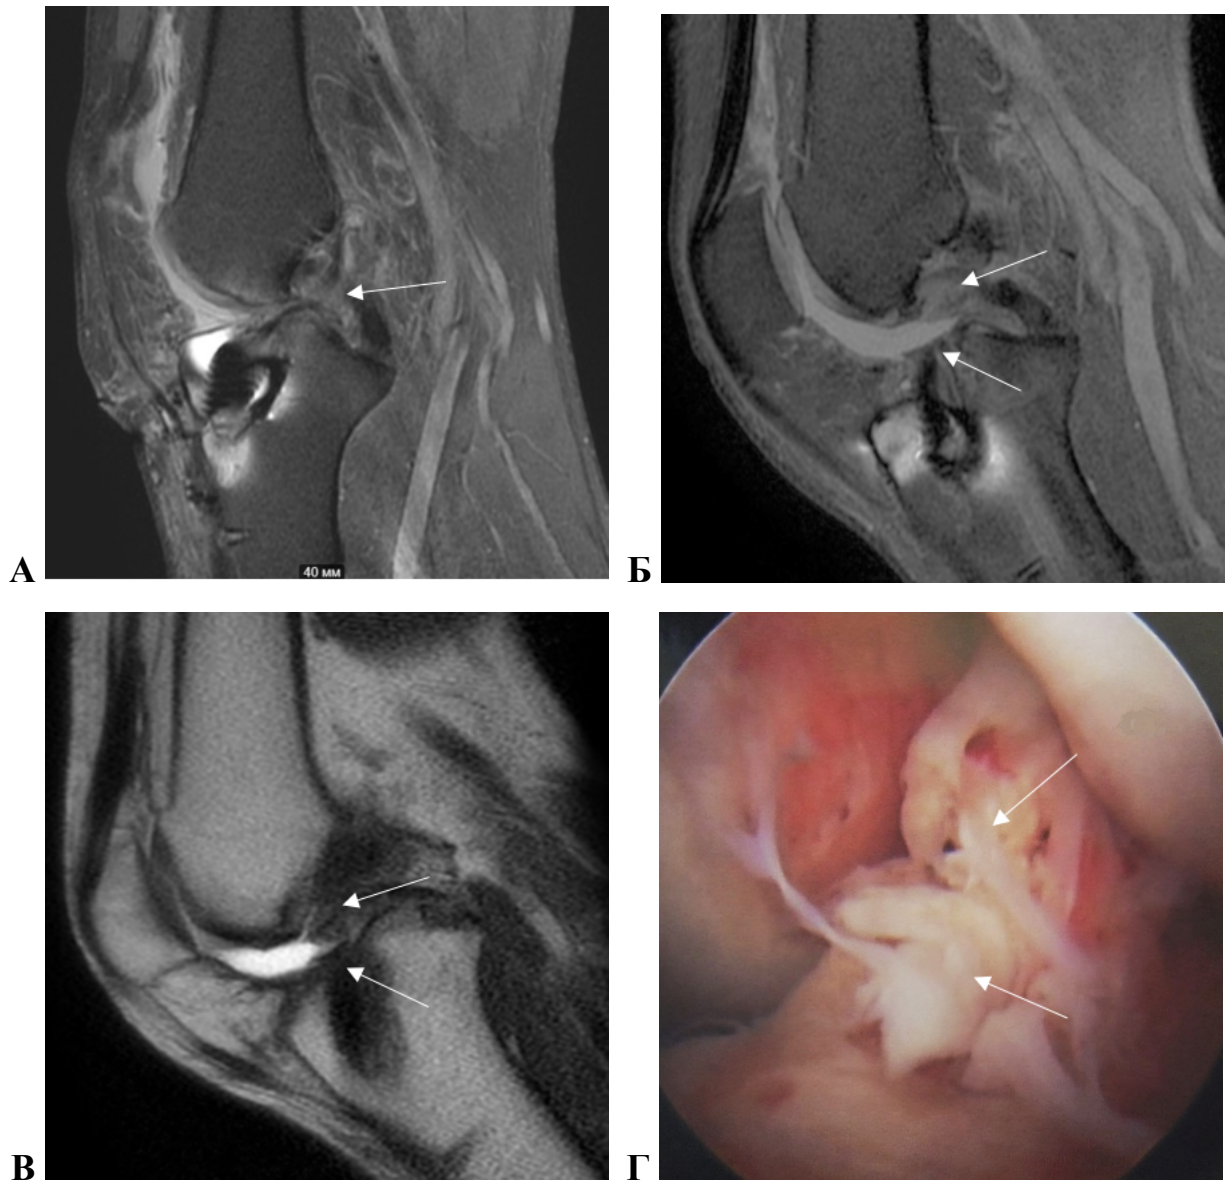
Пациентка М., 26 лет. Диагноз: подозрение на разрыв трансплантата ПКС. МРТ (А), фМРТ (Б, В) и артроскопия (Г). Стрелками показан трансплантат ПКС. На МРТ в сагиттальной плоскости (А) ПКС в режиме PD FS трансплантат неоднородной структуры за счет участков повышения МР-сигнала, умерено истончен, пролеживается на всем протяжении – изменения расценены как частичный разрыв. На фМРТ в положении сгибания в режимах PD FS (Б) и SS-FSE (В) с углом сгибания 45–50° отмечается полный разрыв трансплантата в средней порции с формированием проксимальной и дистальной культей. Фотография во время артроскопии демонстрирует полный разрыв трансплантата ПКС с формированием культей (Г)
